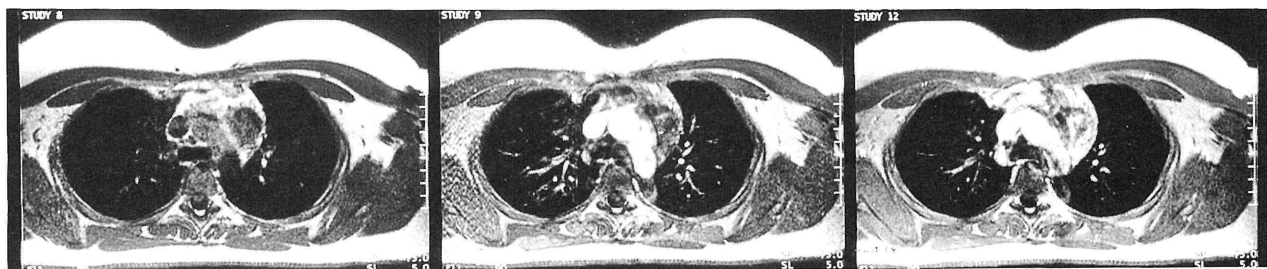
胸部ダイナミックMRI像。(左図) 造影前画像。(中図) 造影早期相。T2強調画像で見られた腫瘍内部の高信号域部分は、造影効果が見られる。(右図) 造影後期相：さらに内部の造影効果が増強している。
